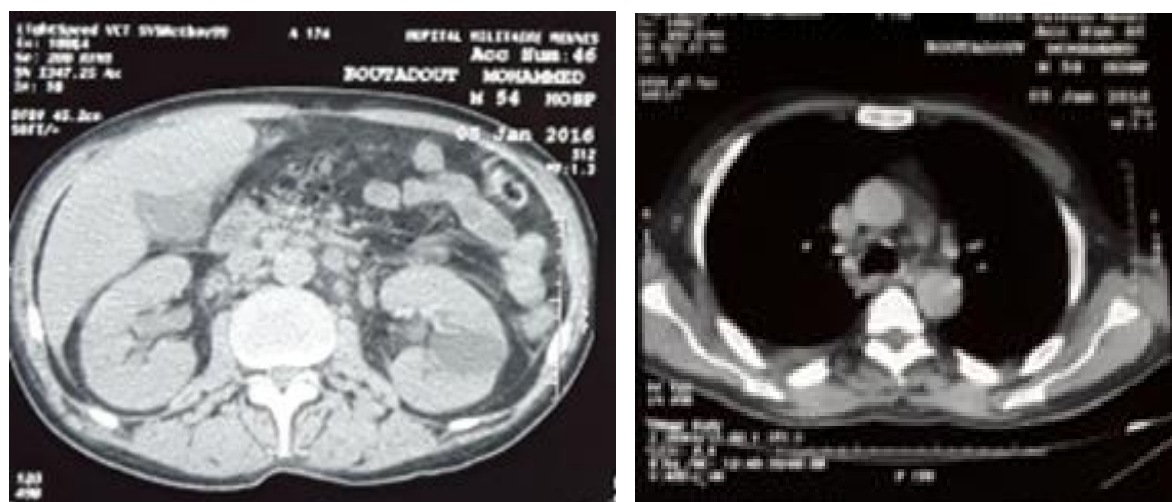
TDM abdominale montrant des ADP centimetriques latéro aortiques et inter aortico-cave et un EPT peritonéal faible abondance
